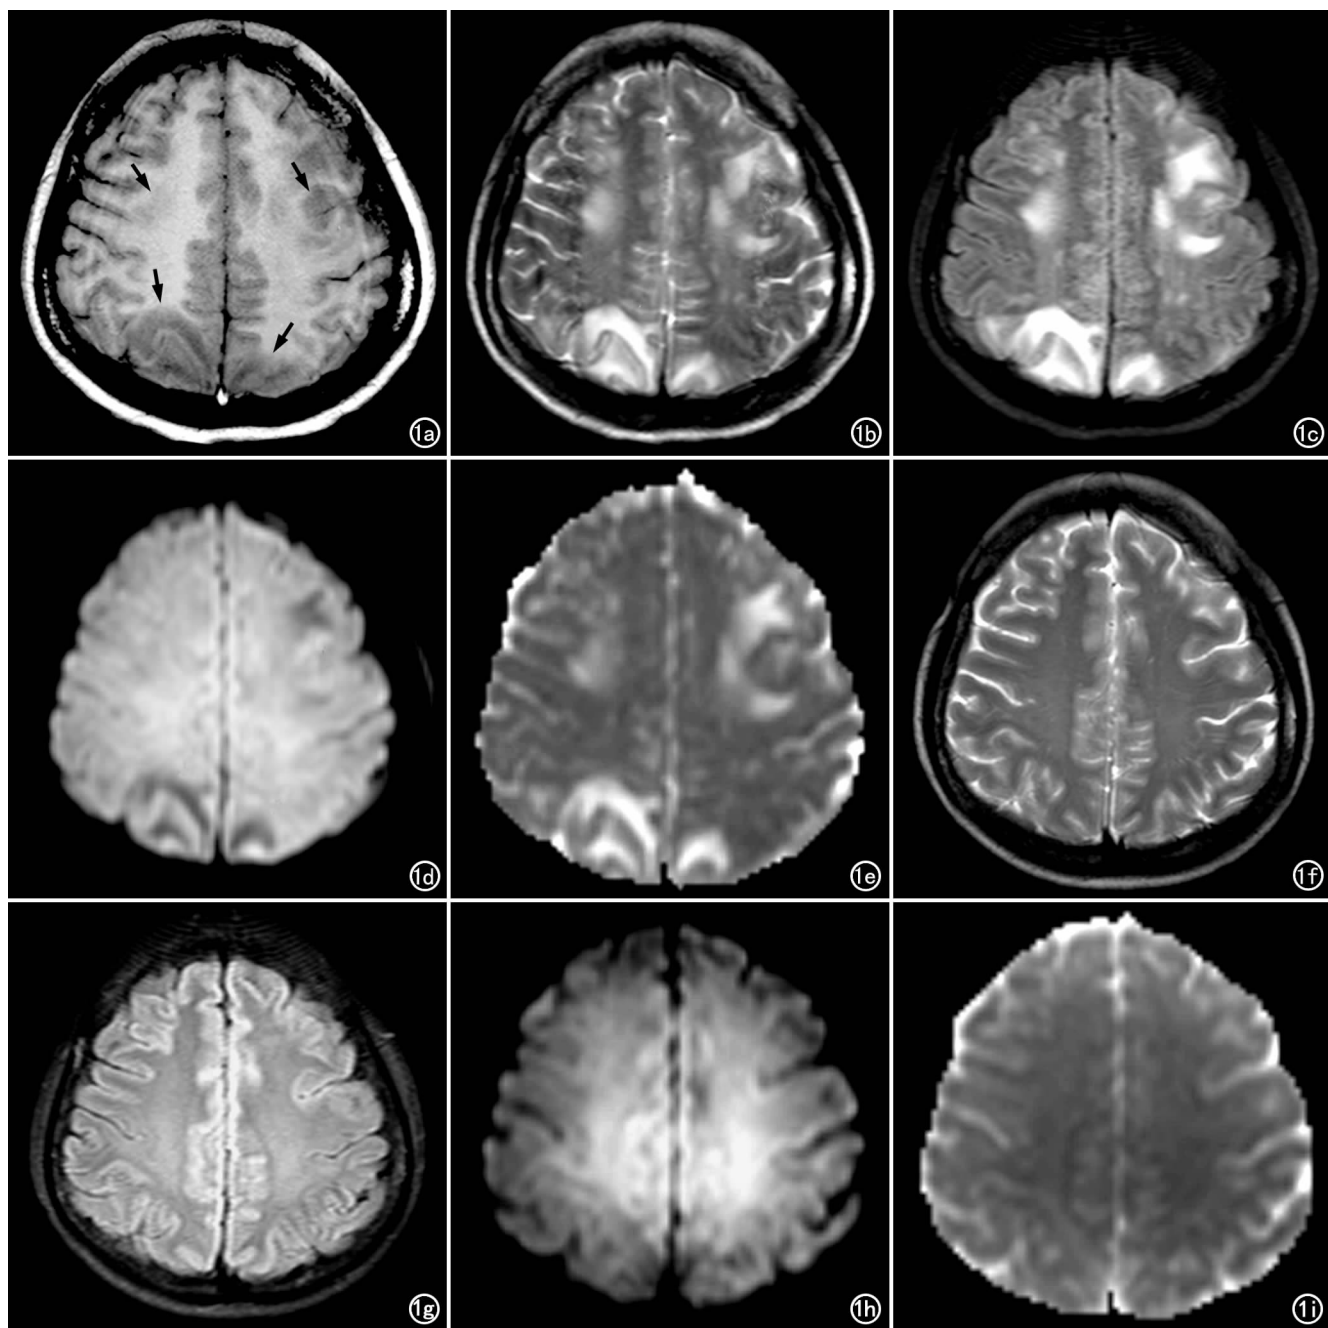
男,12岁,高血压肾病,22个月。a) T₁WI示两侧额顶叶皮层下白质局限性低信号灶,多发、对称性分布(箭); b) T₂WI示病灶呈局限性高信号,边界清楚; c) FLAIR图示病灶呈局限性高信号; d) DWI示病灶呈较低信号及等信号; e) ADC图示病灶呈较高信号; f) 与前片对比,T₂WI示颅脑局限性病灶完全消失; g) FLAIR图示颅脑内未见异常; h) DWI示脑内未见异常; i) ADC图上未见异常。(f~i同一患儿透析治疗10天后复查颅脑MRI)。
